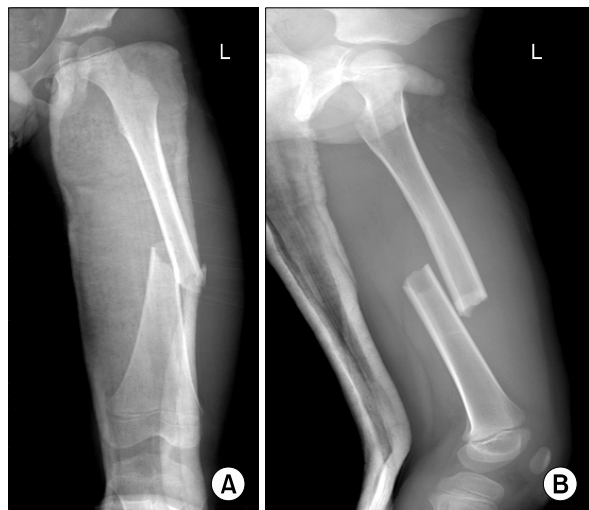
Initial A-P and lateral roentgenograms showed left femur shaft fracture with a small comminuted fragment.
